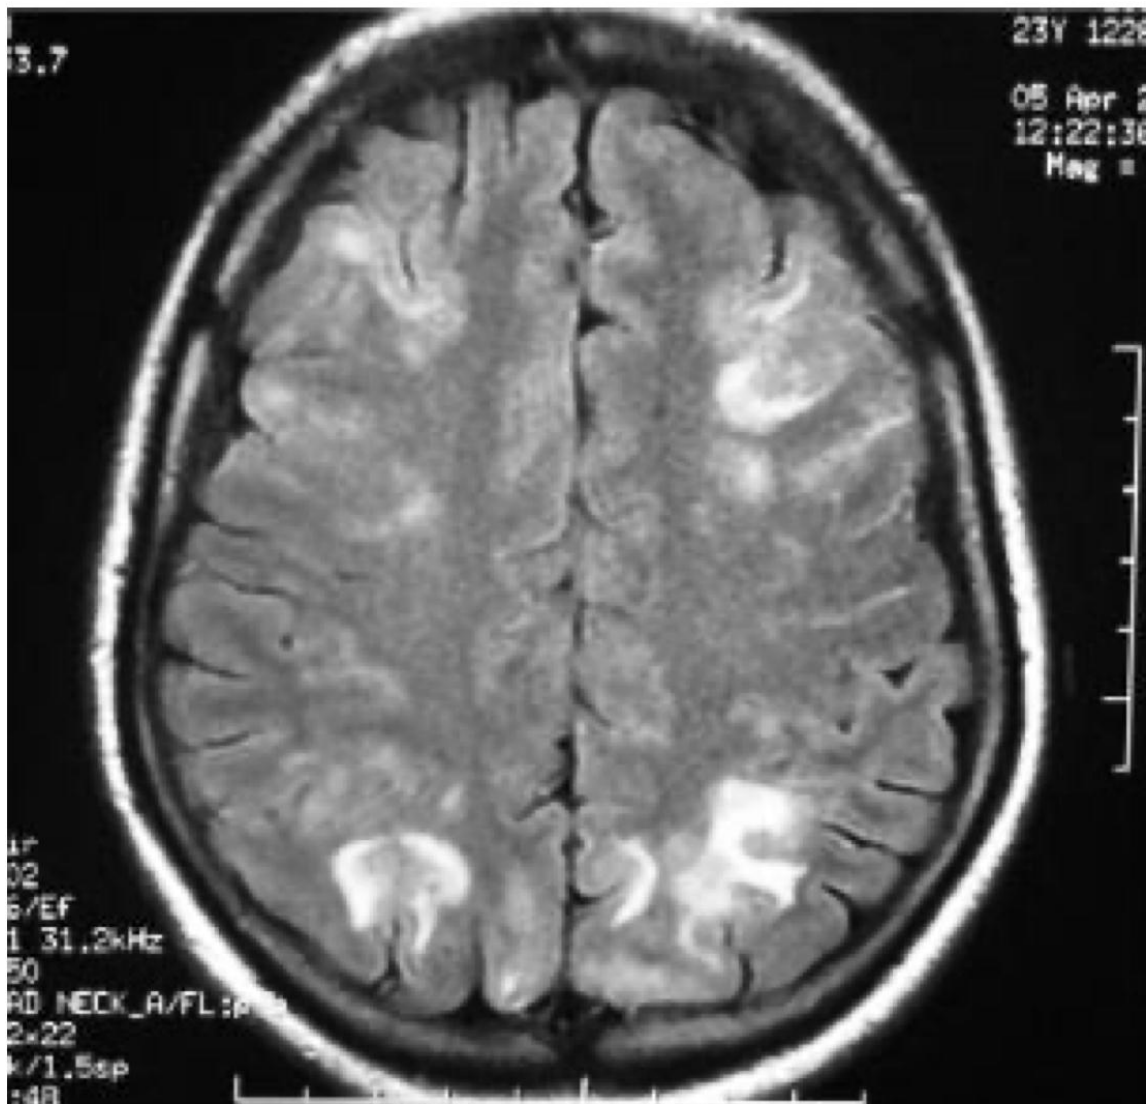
Images en TDM et en IRM en faveur d'un PRES.
